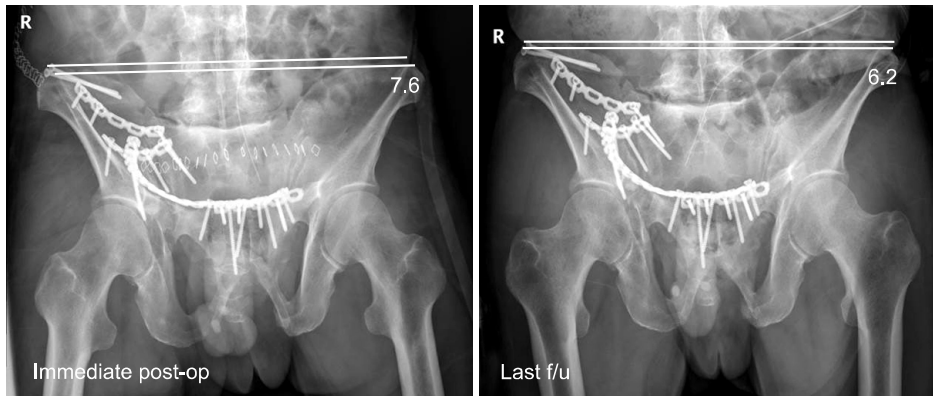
Vertical displacement was evaluated with a comparison of immediate postoperative (postop) and recent follow-ups (f/u) of plain X-rays. Radiograph showing vertical displacement with the distance between the top of the iliac crests and a line perpendicular to the L5 reference line and the corrected displacement on the post-operative radiograph in the same patient.
